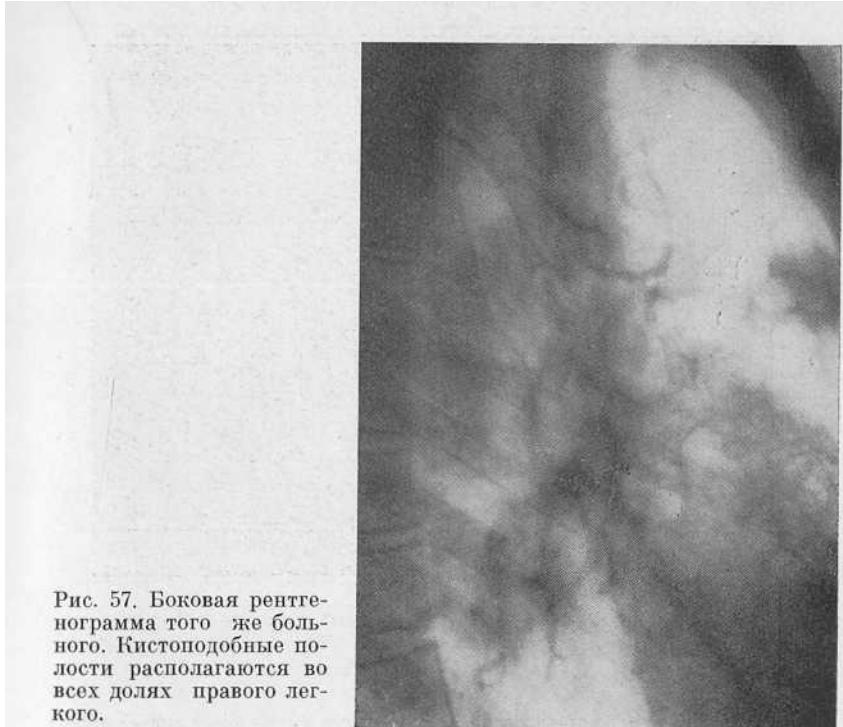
Боковая рентгенограмма того же больного. Кистоподобные полости располагаются во всех долях правого легкого.
